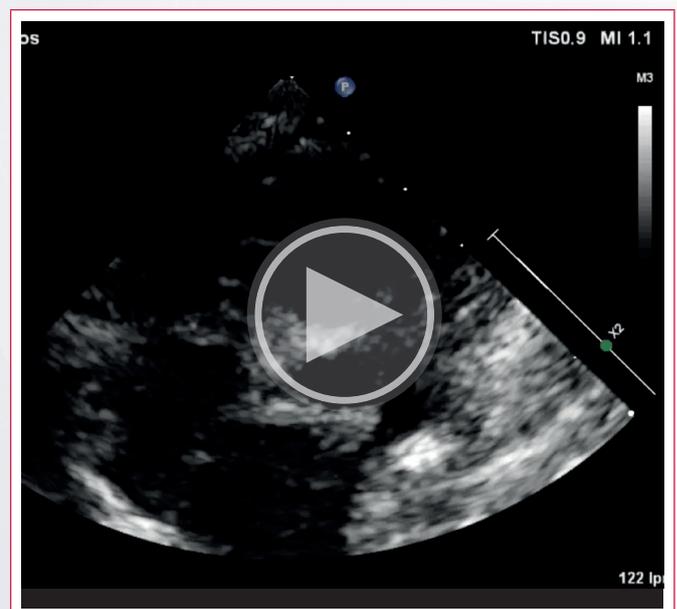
Eje corto en el que se observa el nacimiento de la coronaria izquierda por *Doppler* color, hasta su bifurcación.
